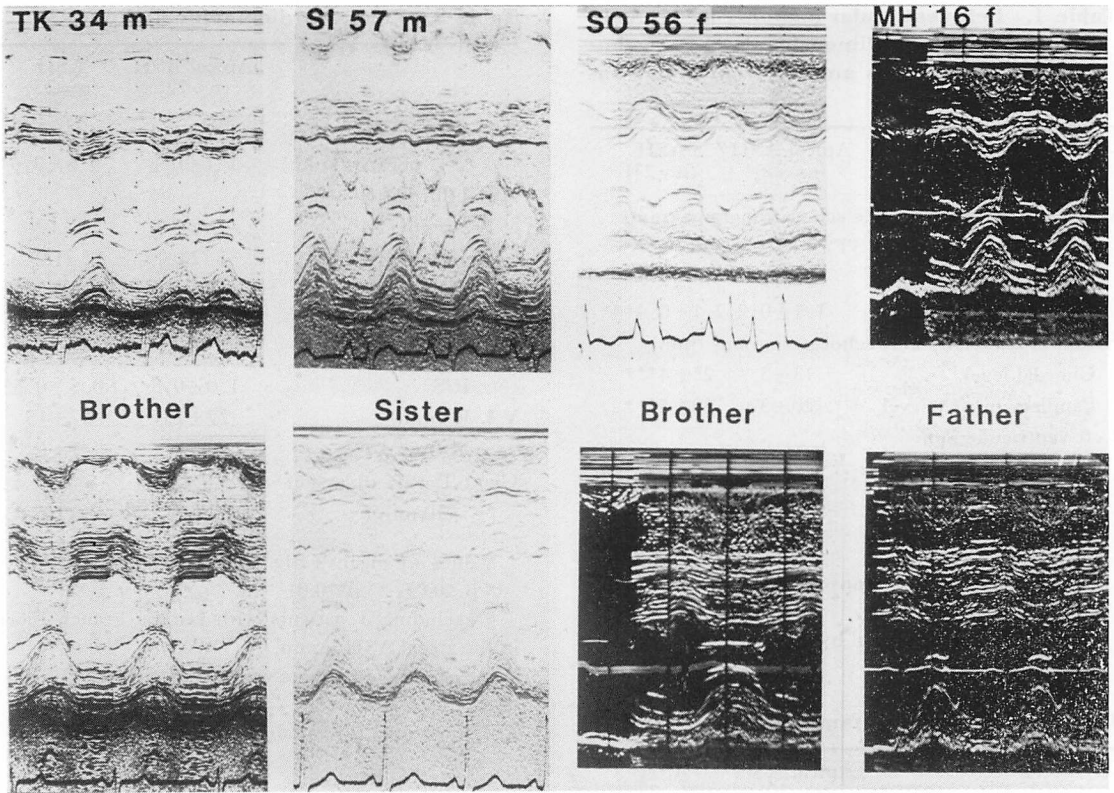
M-mode echocardiograms showing typical ASH in 4 affected relatives (lower) of apical ASH.
